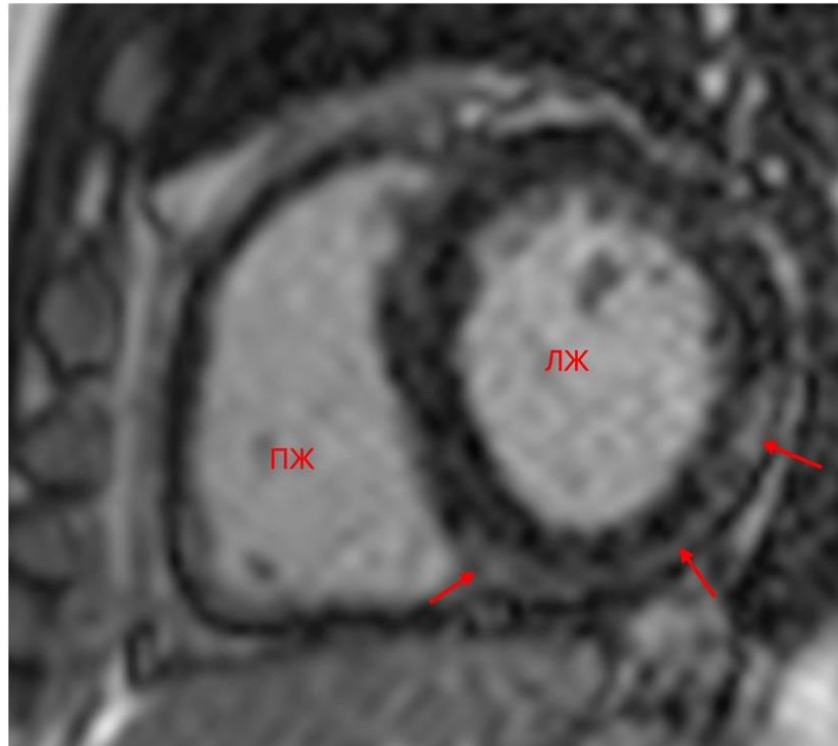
МРТ с отсроченным контрастированием, короткий срез. Отмечается LGE по заднему, задне-боковому сегментам (стрелки).
